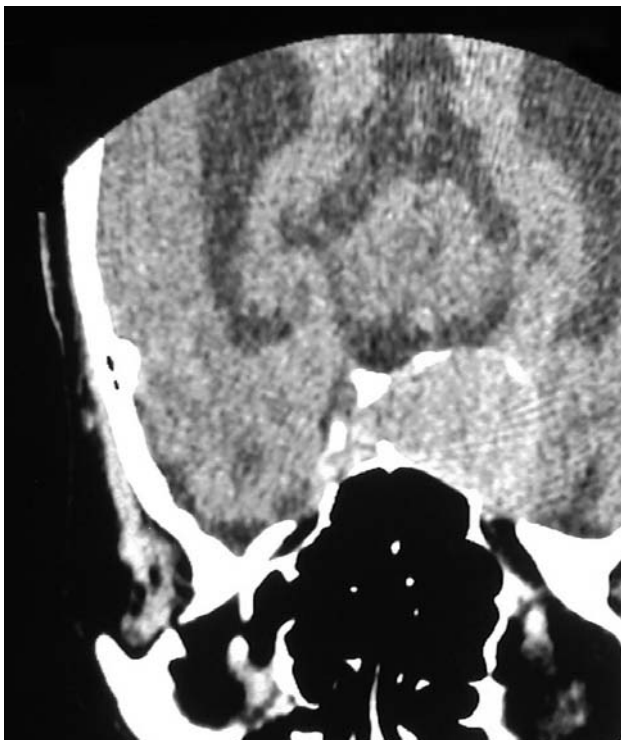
TC de crânio com cortes coronais oblíquos para hipófise, mostrando imagem arredondada, para-selar esquerda, hiperdensa e com calcificações em anel ou em casca de ovo.
